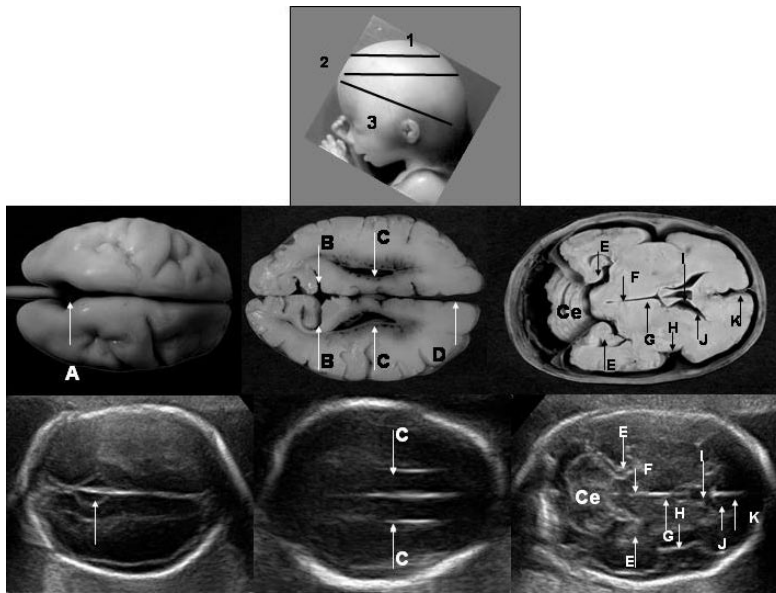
Piezas anatómicas y su correspondiente imagen ultrasonográfica donde es posible observar el cisura parieto-occipital (A, B y flecha en la correlativa), paredes laterales de ventrículos cerebrales (C), cerebelo (Ce), lóbulo temporal con surco del hipocampo (E), pedúnculo con acueducto de Silvio (F), tercer ventrículo (G), corteza de la Insula (H), cavum del septum pelúcido (I), astas anteriores (J) y cisura interhemisférica (K).
